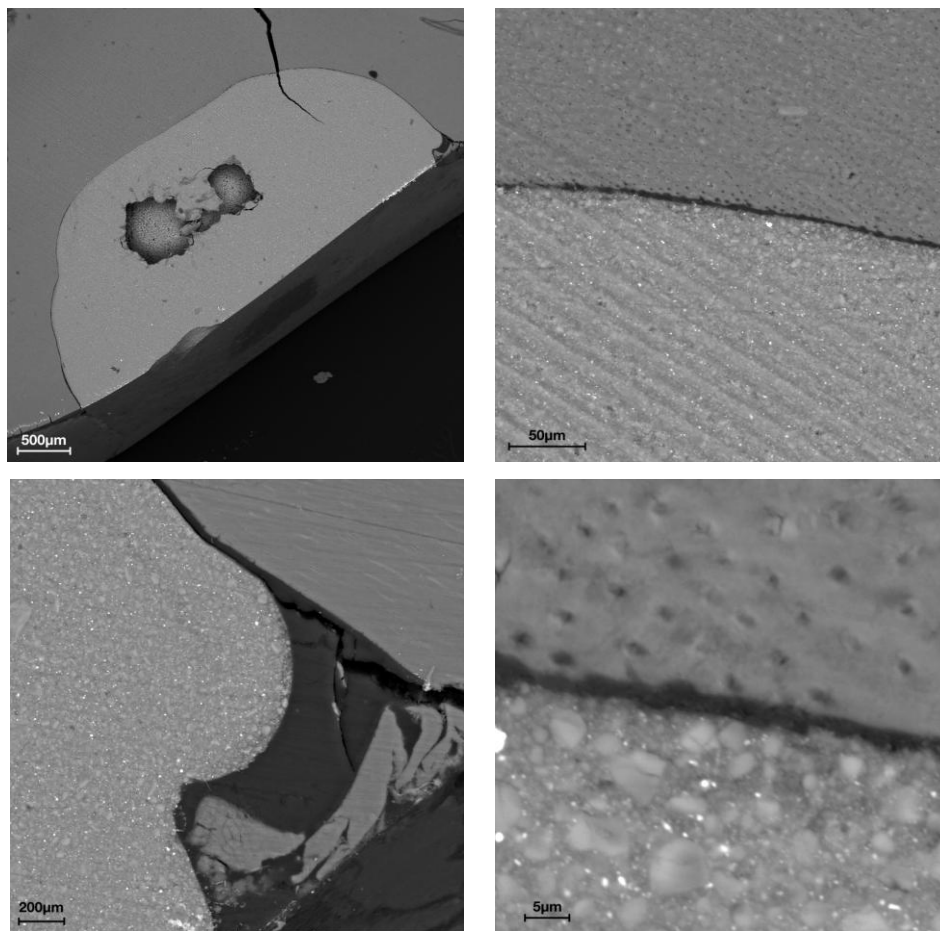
Le micrografie mostrano la superficie prossimale a diversi ingrandimenti del campione BT2.
